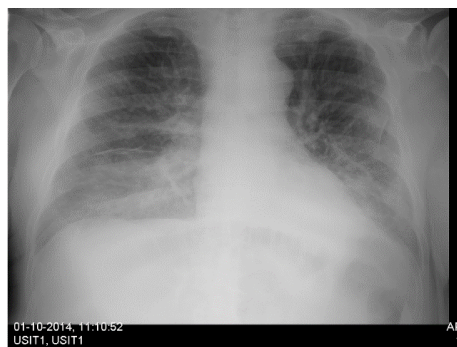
Telerradiografia de tórax de 01/10/2014 á entrada na UCIR
